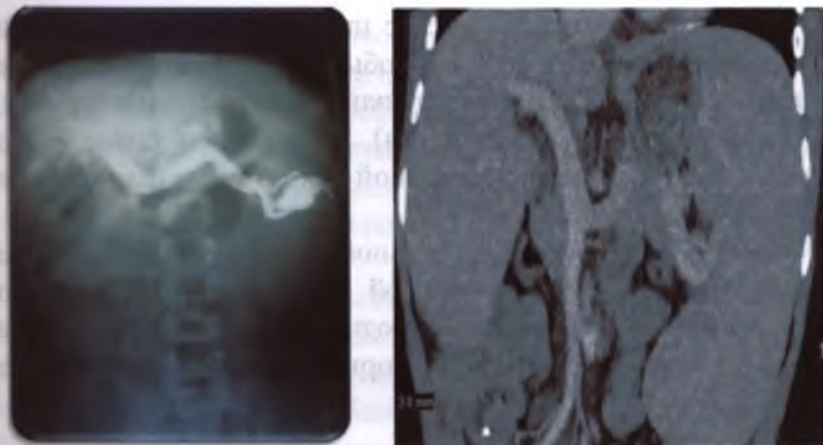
МСКТ, внутрипеченочная блокада портального кровообращения (цирроз), целиакограмма при циррозе печени
